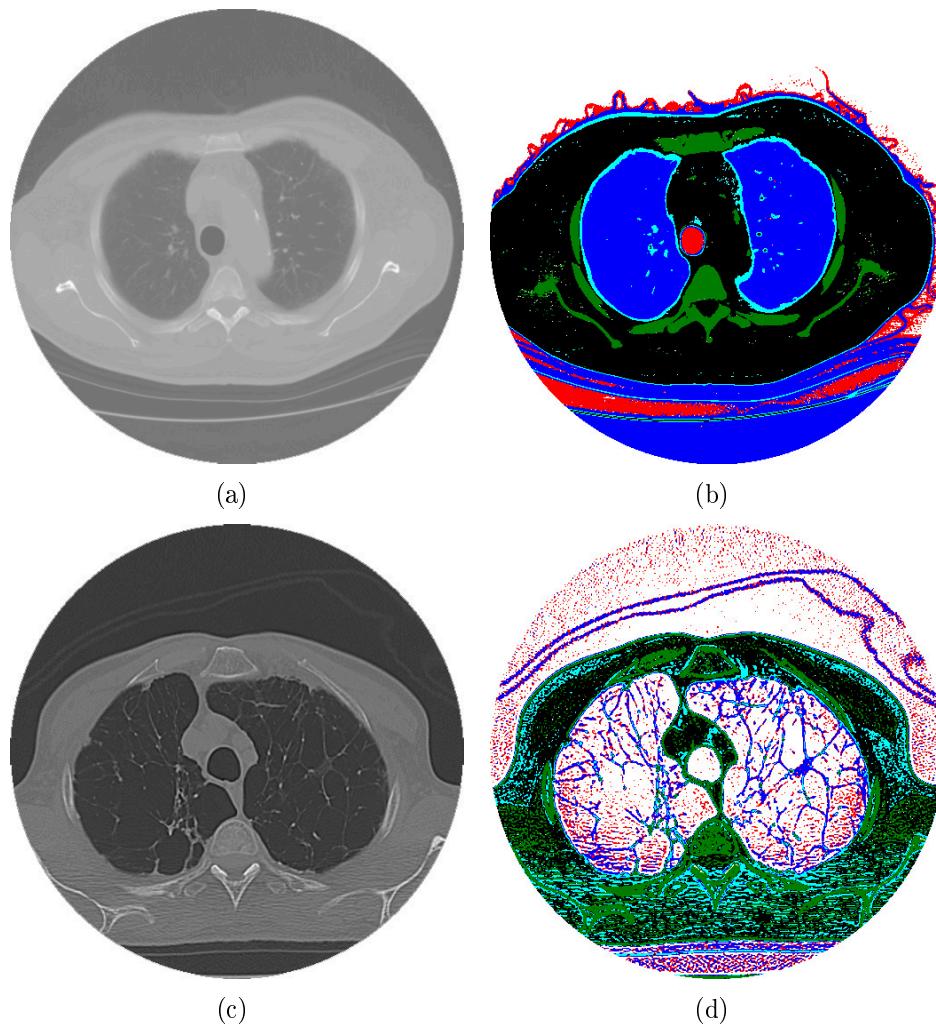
imagem de TC dos pulmões: a) obtida com TC multidetectora, b) representação das faixas de densidades sem ruído, c) obtida a partir da TCAR e d) representação das faixas de densidades com ruído.
